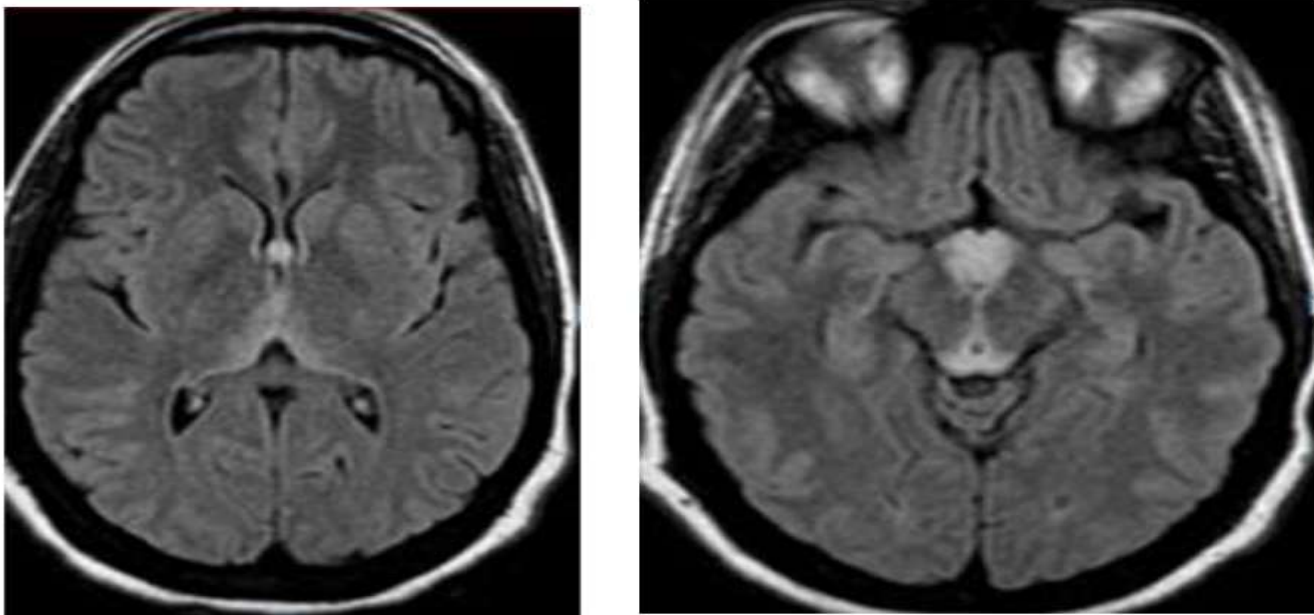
et figure 2 : IRM cérébrale en faveur d'encéphalopathie de Wernicke
